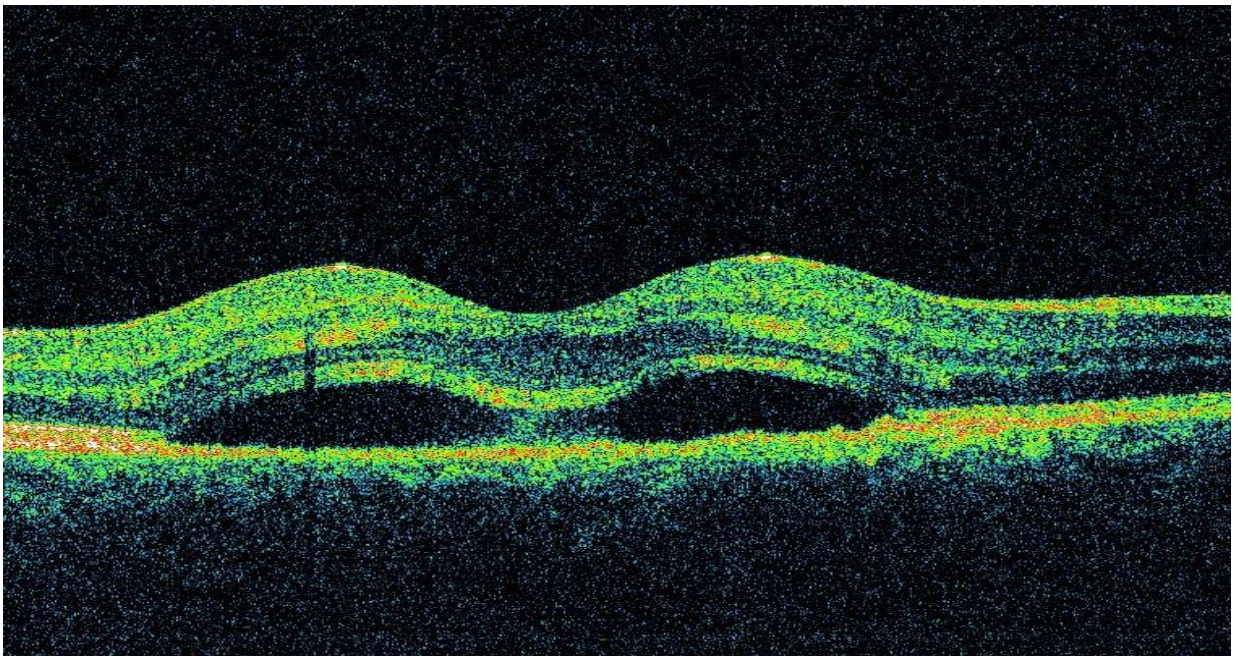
Examenul tomografiei în coerență optică arată dereglarea continuității epitelului pigmentar al retinei cu decolare seroasă a acestuia și acumulare de lichid în zona centrală a retinei.
